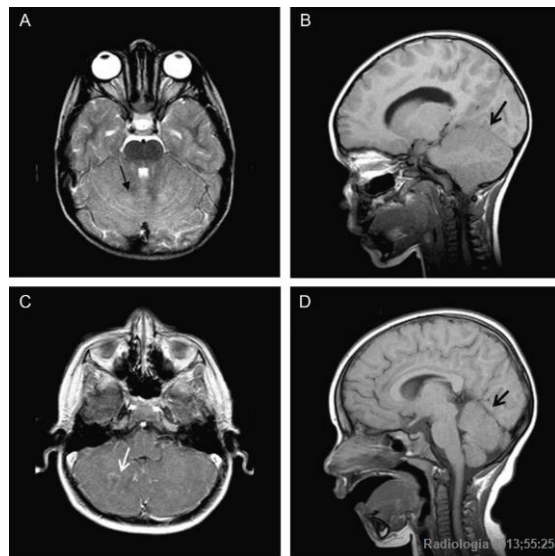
Resonancia Magnética Cerebral. ³³
